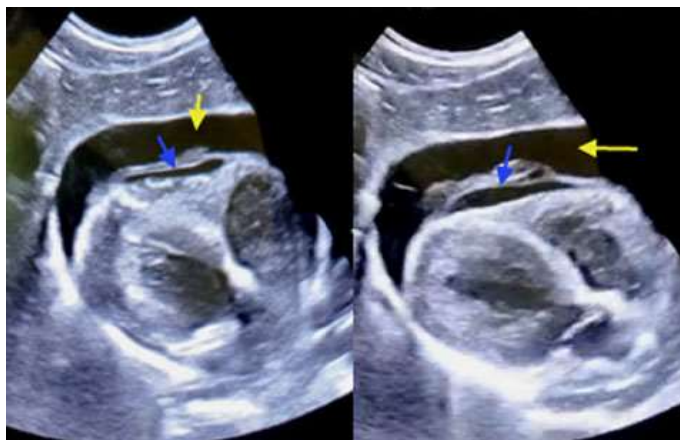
Ecocardiograma. A - diástole; B - sístole. Derrame pericárdico grave con un espacio libre de eco superior a 21 mm (flechas amarillas). Identificación de coágulo sobre la cara anterior del ventrículo derecho (flecha azul).
